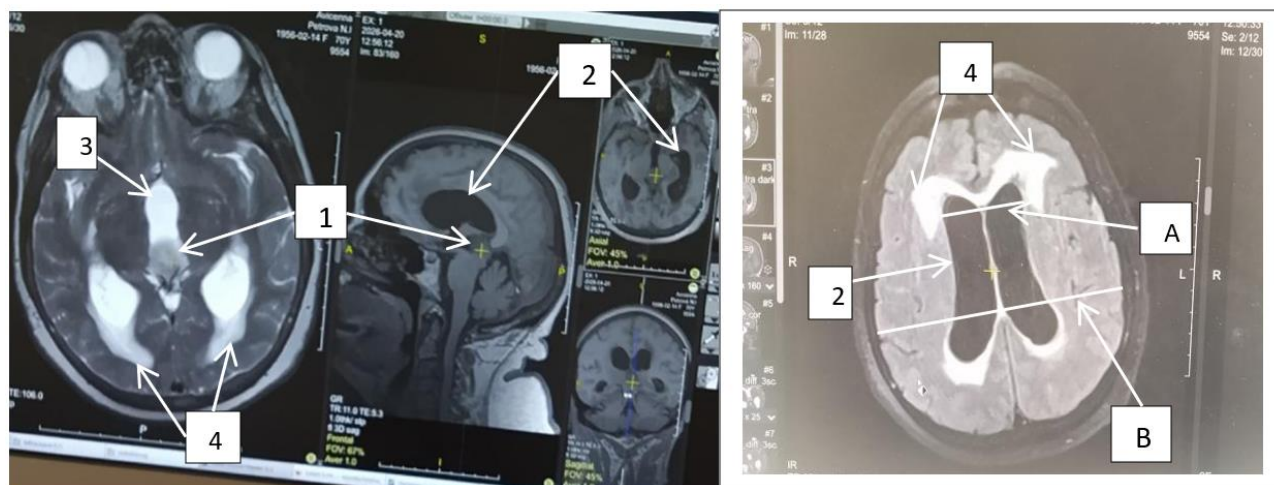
Магнитная резонансная томография голоного мозга пациентки П: МРТ-картина окклюзионной гидроцефалии: 1) опухоль задней части третьего желудочка головного мозга; 2) расширенные боковые желудочки головного мозга; 3) расширенная передняя часть третьего желудочка головного мозга; 4) зона перифокального отёка головного мозга; 5) Индекс Эванса $A/B = 0.4$.
